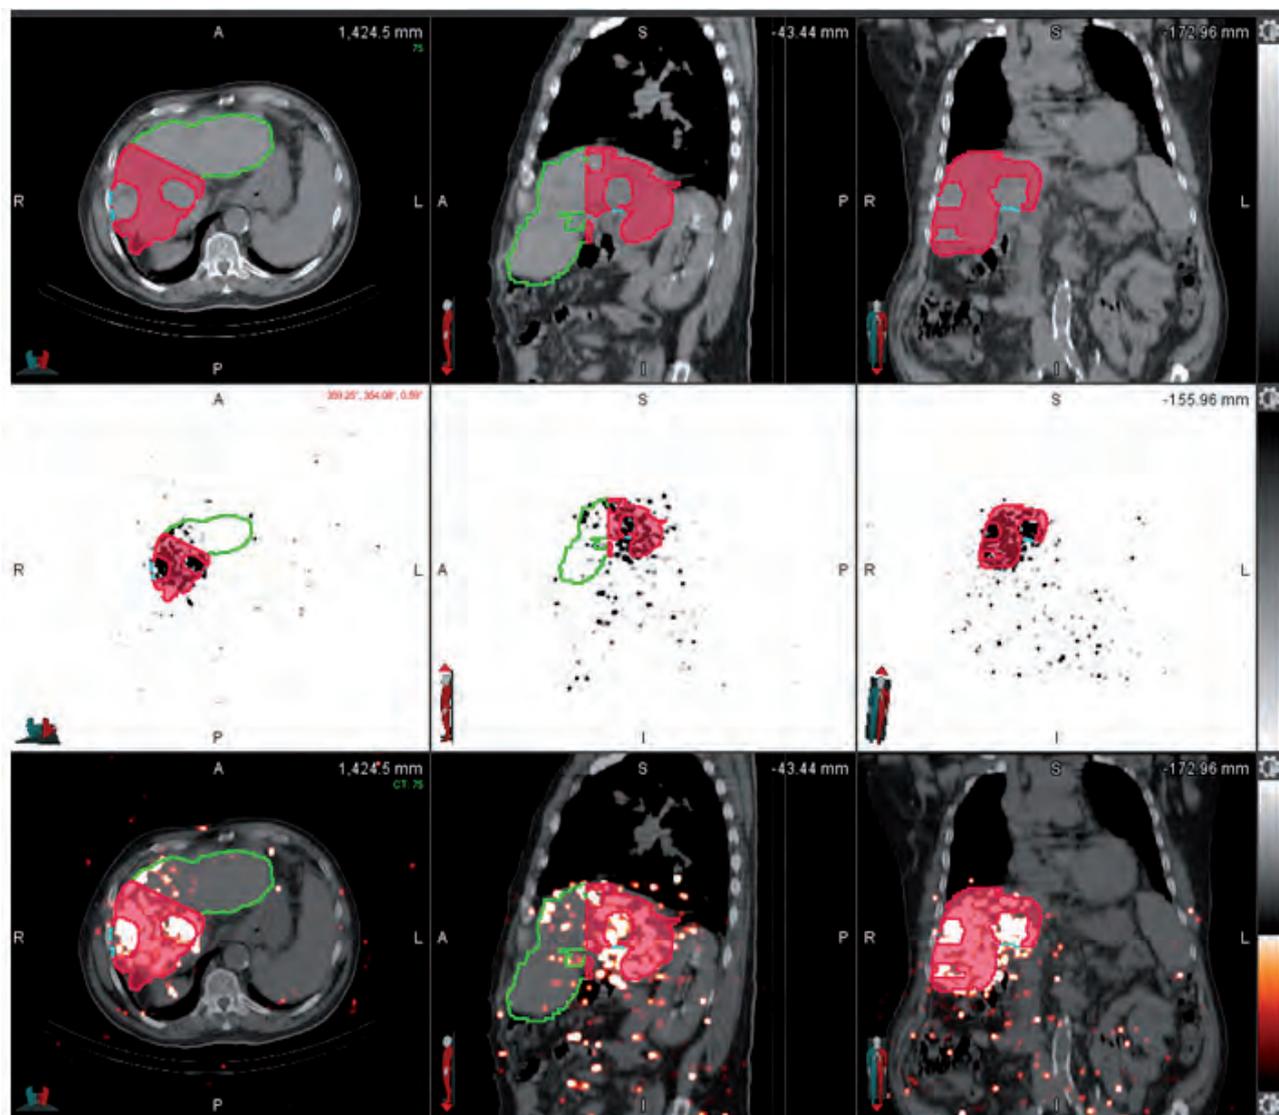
Imágenes de ^{90}Y -PET-TC de un paciente con dos lesiones candidato a un tratamiento lobar, sobre las que se contornean los volúmenes de interés para evaluar la dosis absorbida por el tejido hepático sano: hígado sano a tratar (volumen rojo sólido) e hígado completo (contorno verde).
